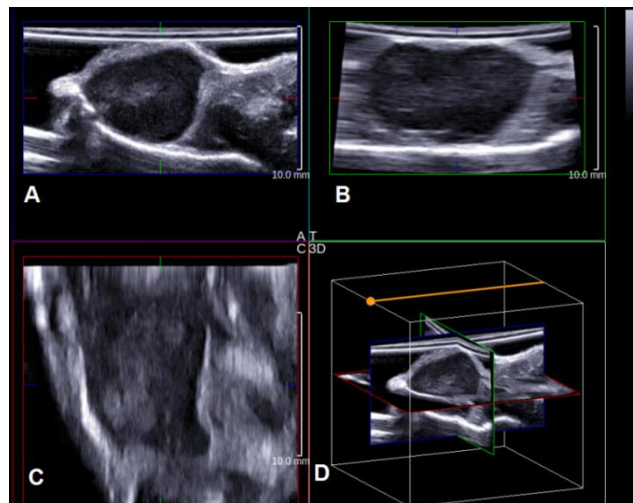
Image échographique de la tumeur ectopique C26.
